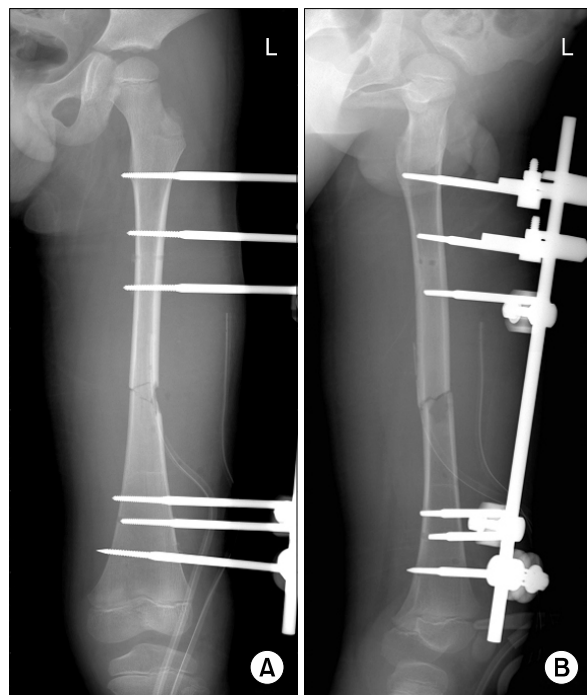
Post-operative roentgenograms.
